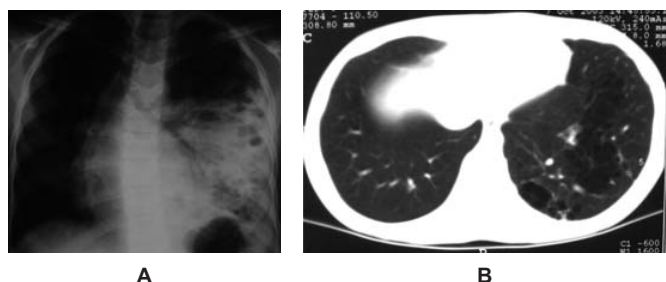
A. Radiografia de torax postero-anterior. Extensa condensação nos 2/3 inferiores do hemitórax esquerdo, expansiva, com imagens hipertransparentes gasosas, sugestivas de cavitações, condicionando desvio contralateral das estruturas mediastínicas. B. Tomografia computadorizada torácica com contraste. No lobo inferior esquerdo identificam-se imagens quísticas de dimensões variáveis de alguns mm a vários cm. Não há evidência de irrigação arterial anómala. Alterações compatíveis com malformação adenomatoideia quística pulmonar congénita (MAQP).
